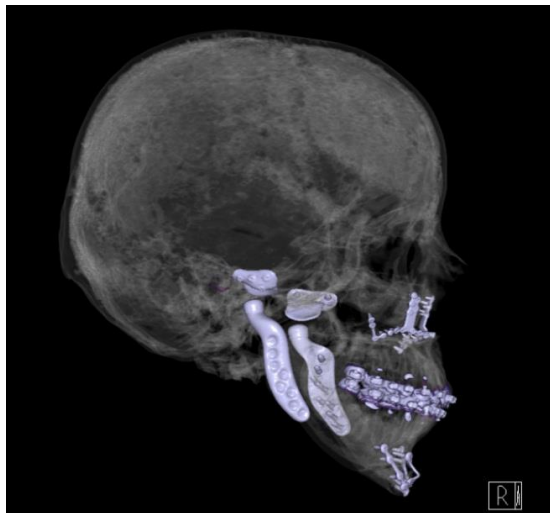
Tomografia Computadorizada 3D de perfil.
